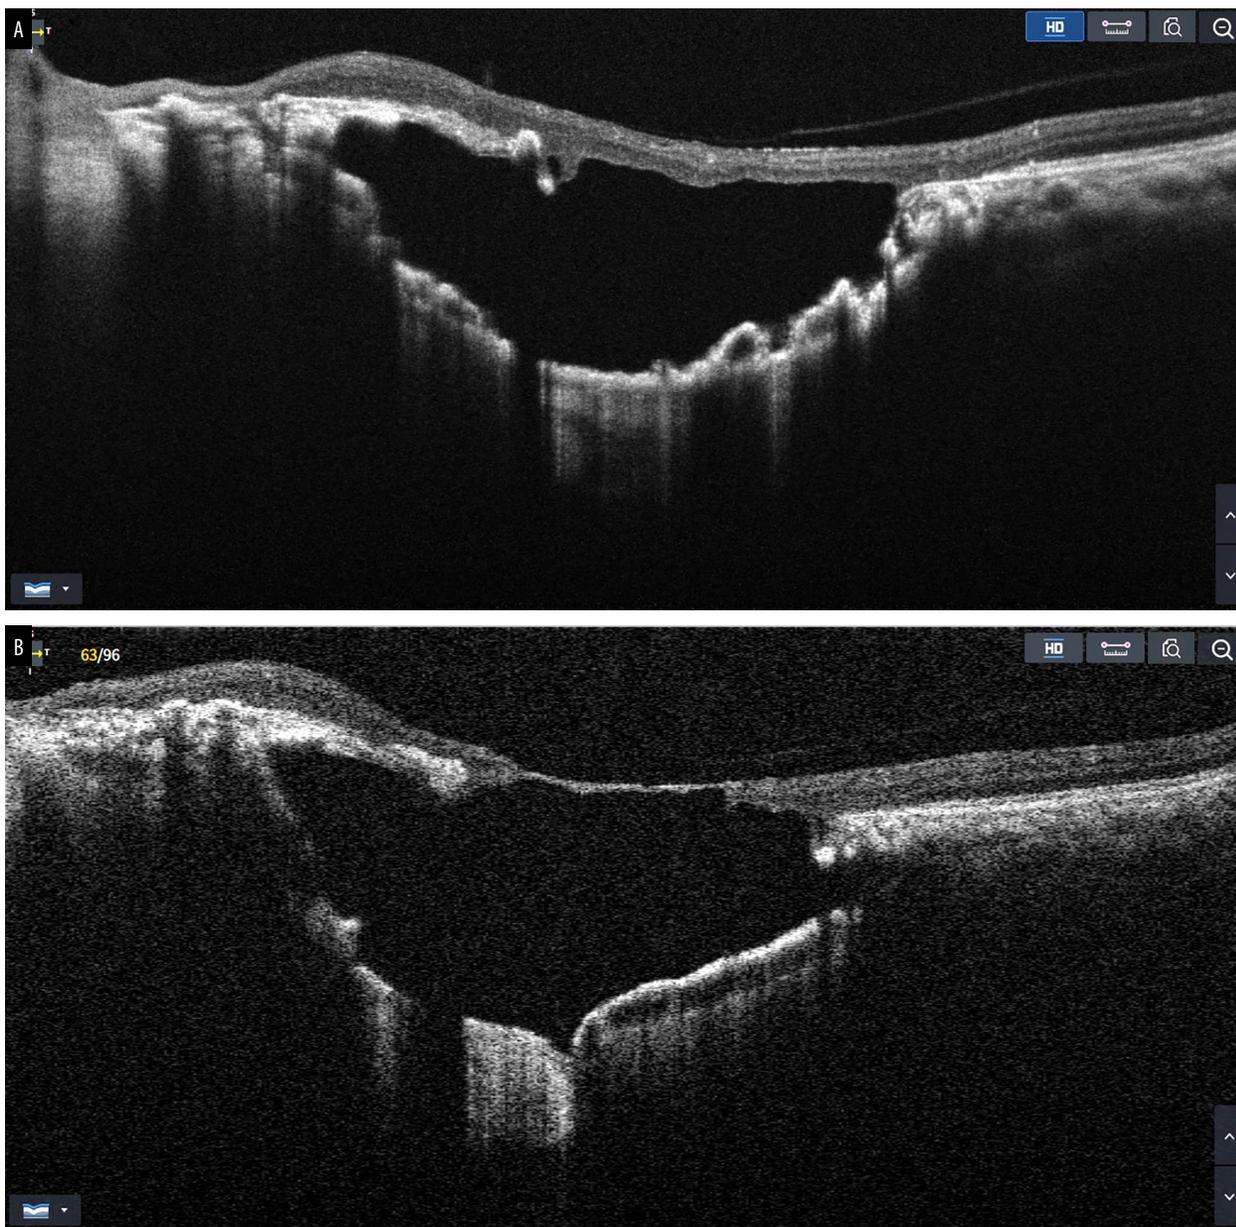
Tomografía de coherencia óptica del ojo izquierdo a nivel de la mácula que evidencia la presencia de una fina capa de retina neurosensorial atrófica (membrana intercalar) y una imagen hiporreflexiva subyacente en el plano coroideo de gran espesor.
